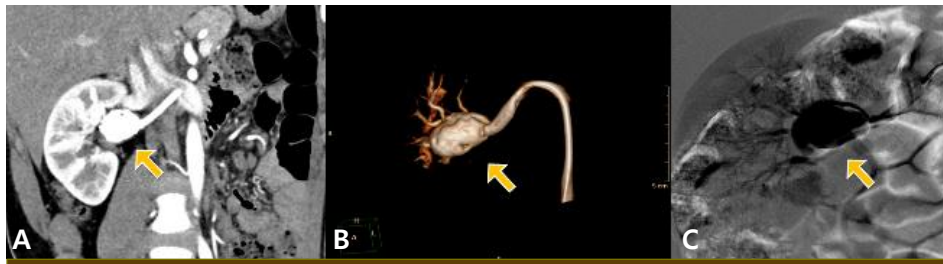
(A) Abdominal computed tomography scan demonstrated a 2.8×2.1×1.9 cm sized arterial aneurysm at right renal artery. (B) Three dimensional digital subtraction CT shows all segmental branches originated from the aneurysmal sac. (C) Preoperative digital subtraction angiography demonstrated the renal artery aneurysm at the hilum of the right kidney.
